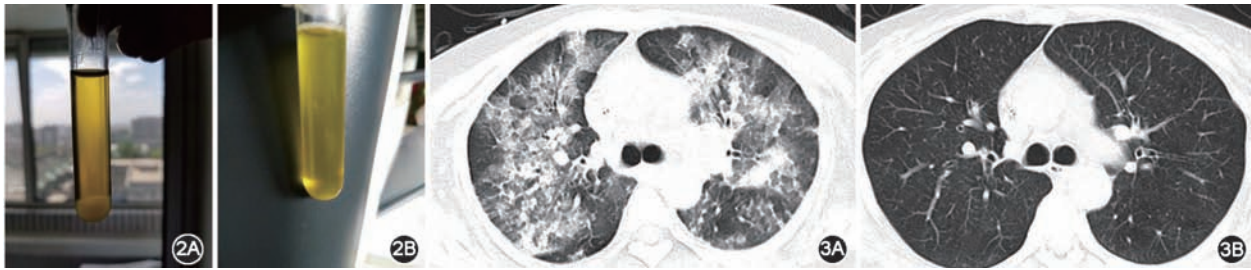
冷球蛋白定性测定照片 2A:低温下冷球蛋白沉淀;2B:复温后冷球蛋白溶解 图3 患者胸部CT检查结果 3A:治疗前;3B:使用利妥昔单抗治疗后
